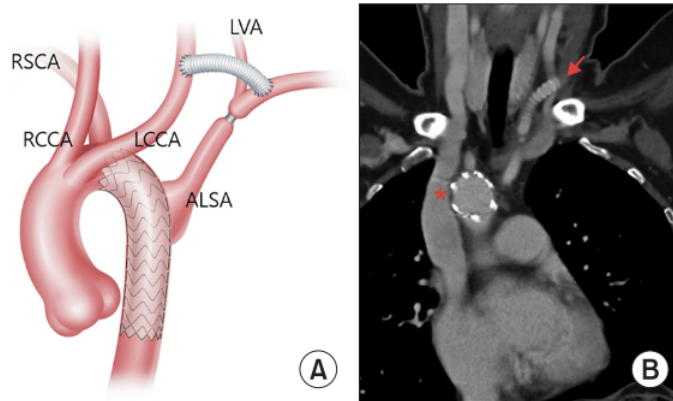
Cirugía mínimamente invasiva de DK con bypass carotido-subclavio y reparación endovascular. A) Bypass de la arteria carótida común izquierda (LCCA) a la ALSA con prótesis PTFE mediante abordaje cervical. El segmento de la aorta afecto por el aneurisma del DK se cubre con prótesis tipo stent. B) TC que muestra el bypass con prótesis PTFE (flecha) y el stent (asterisco) en la aorta. Fuente: Kwon YK, Park SJ, Choo SJ, Yun TJ, Lee JW, Kim JB. *Surgical Outcomes of Kommerell Diverticulum. Korean J Thorac Cardiovasc Surg. 2020;53(6):346-52.*
